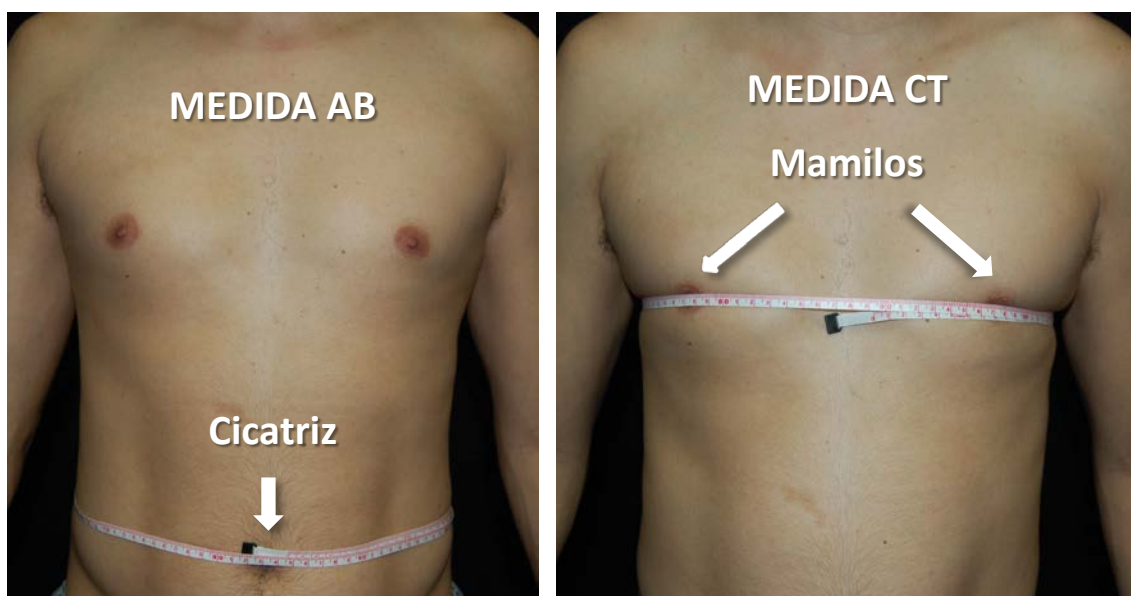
Cirtometria anteroposterior da região abdominal (AB) e torácica (CT) do ID.
